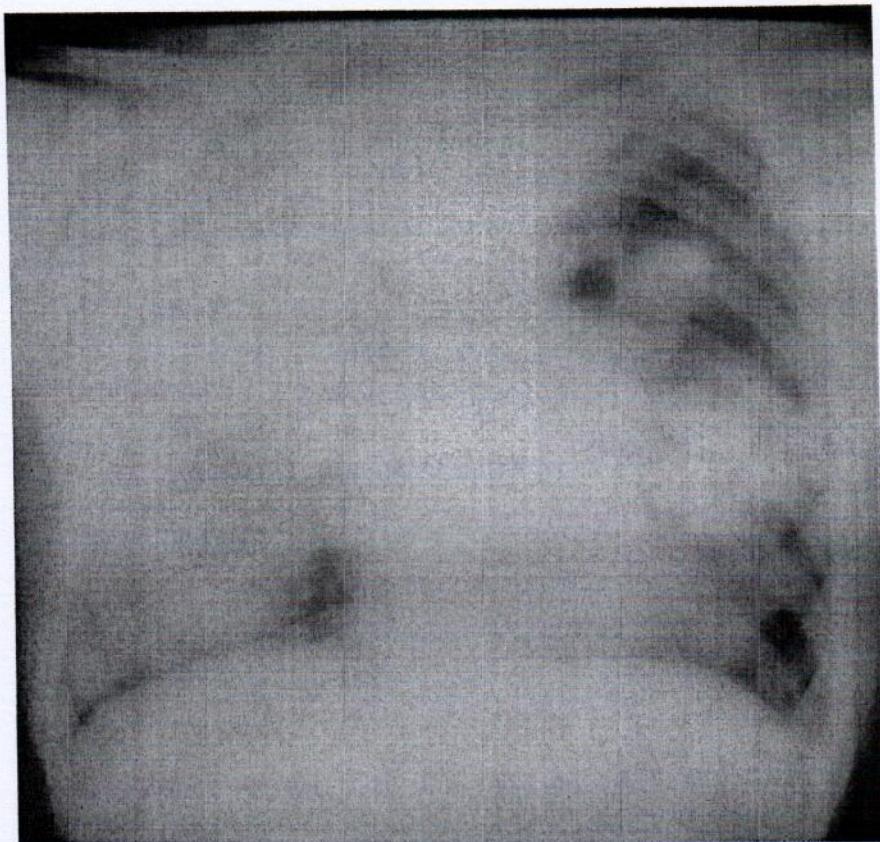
男性，26岁，锁骨上淋巴结肿大发病，第7天后出现咳嗽、咳血痰，出现呼吸道症状第2天胸部X线检查。
